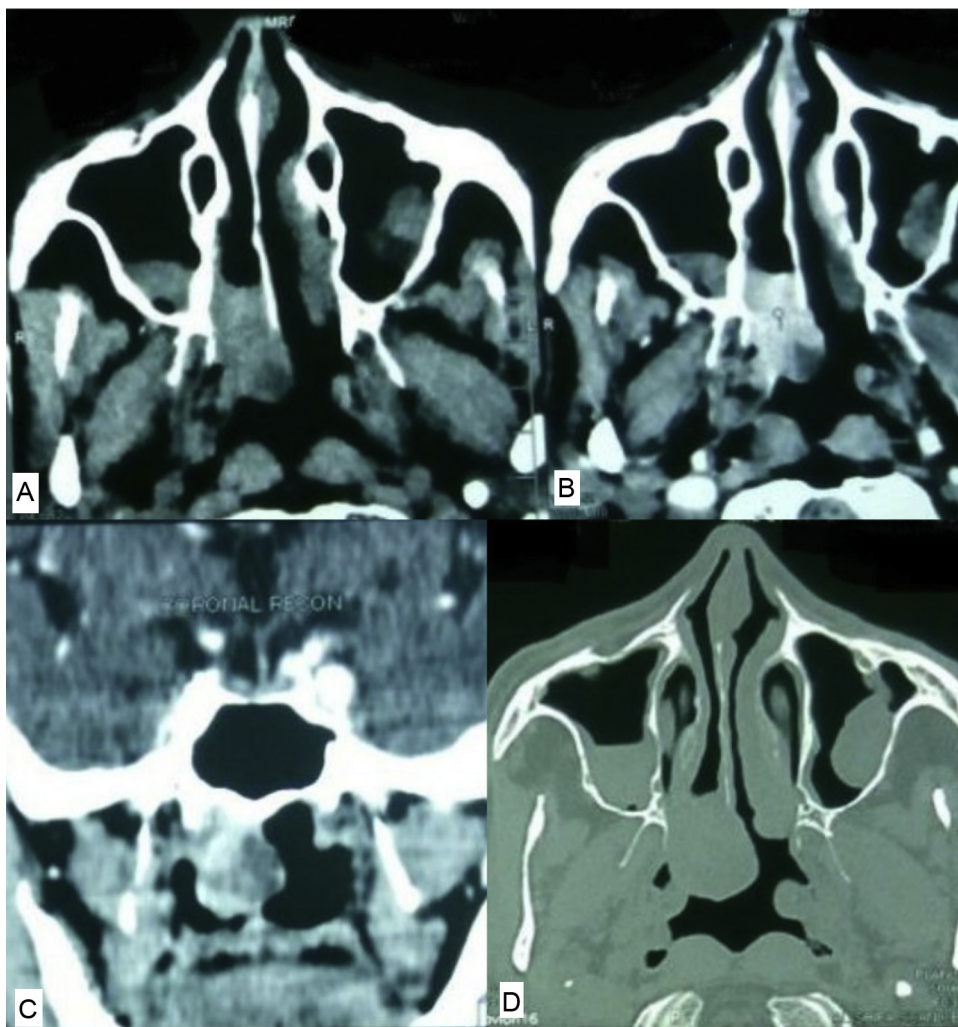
A, Tomografia computadorizada sem contraste; B, Tomografia computadorizada com contraste axial; C, Tomografia computadorizada com contraste – incidência coronal; D, Tomografia computadorizada – janela óssea mostra que não há envolvimento ósseo.
